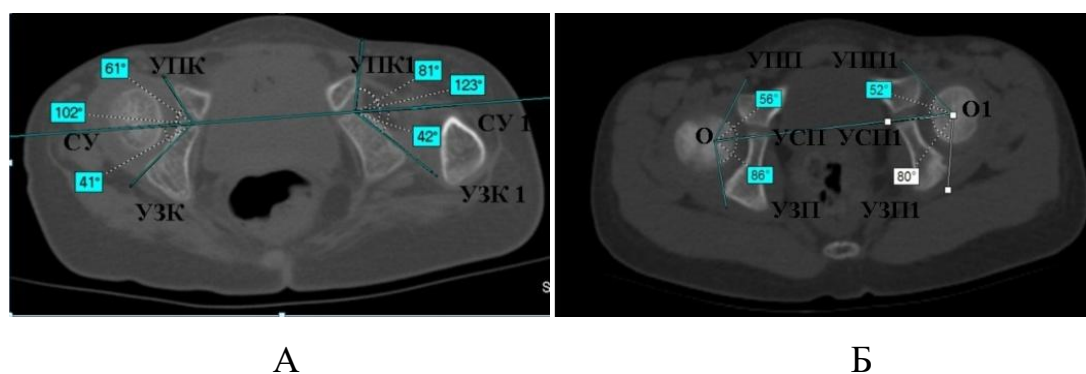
Результаты МСКТ ТБС, аксиальные срезы пациента Б., 3,5 лет (и/б №20/0767) с диагнозом амиоплазия: А - УПК, УПК 1 – угол переднего края вертлужной впадины; УЗК, УЗК 1 – угол заднего края вертлужной впадины; СУ, СУ 2 – суммарный угол вертлужной впадины; Б - О,О1 – центры головок; УПП, УПП1 – угол переднего покрытия; УЗП, УЗП1 – угол заднего покрытия, УСП, УСП1 – угол суммарного покрытия.
